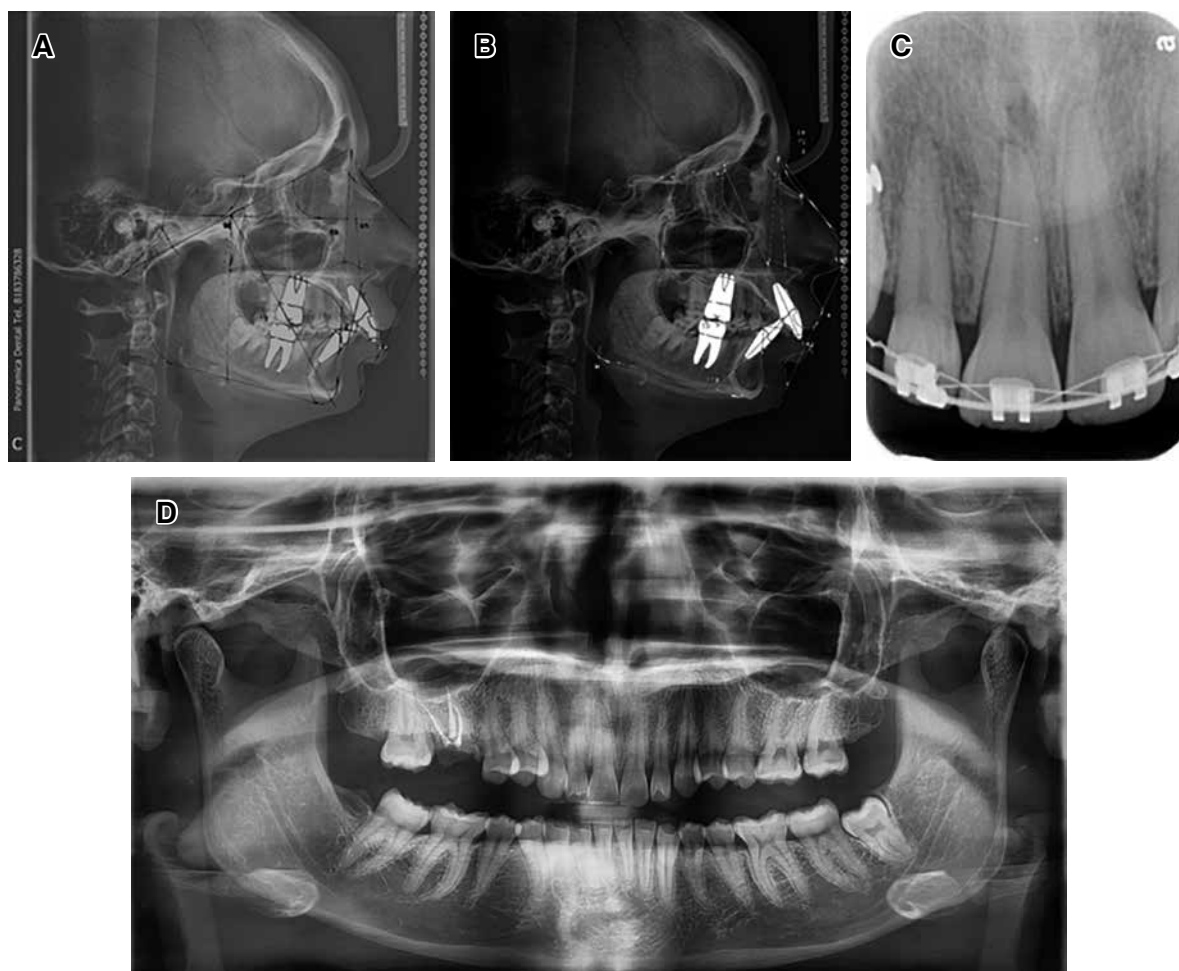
A) Análisis de Steiner trazado sobre radiografía lateral de cráneo. B) Análisis de Ricketts sobre la radiografía lateral de cráneo. Muestra un patrón de sobrecrecimiento vertical maxilar, clase II esquelético, braquiocéfalo. C) Radiografía periapical, se observa cresta ósea a nivel de línea amelocementaria. D) Ortopantomografía.
